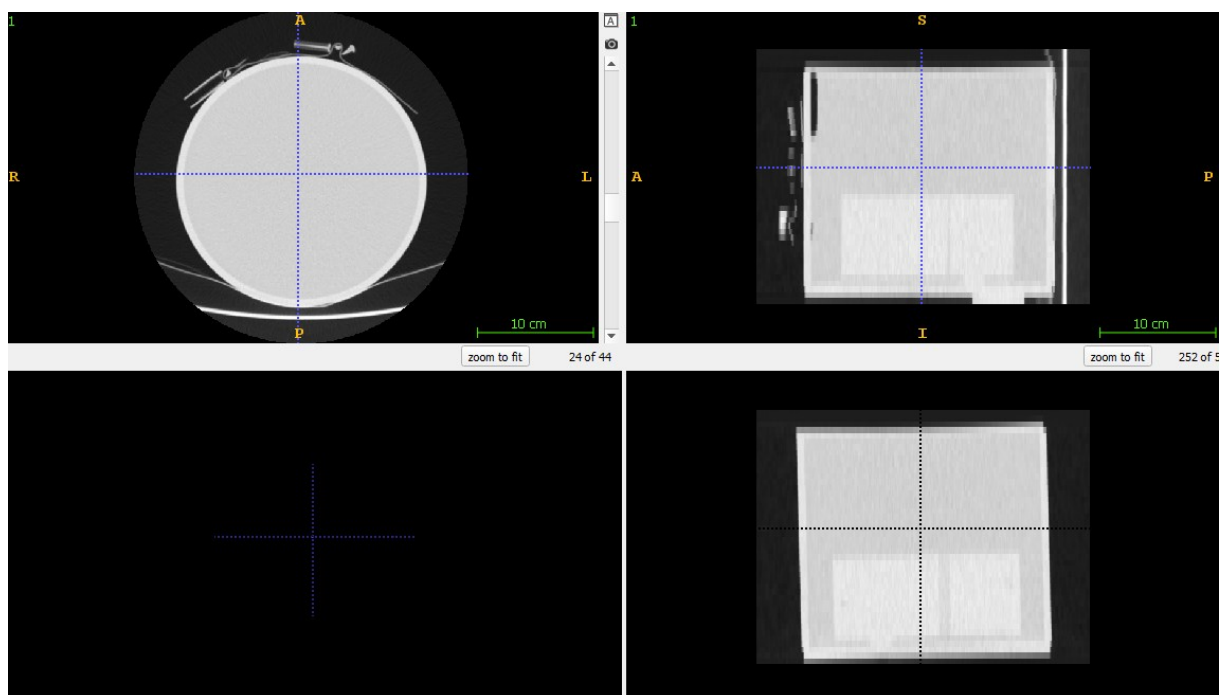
Ukázka testování PANI elektrod na fantomu (vlevo) spočívající v absenci obrazových artefaktů na snímku (vpravo) pořízeném CT LightSpeed VCT výrobce GE na Radiologické klinice FNOL
